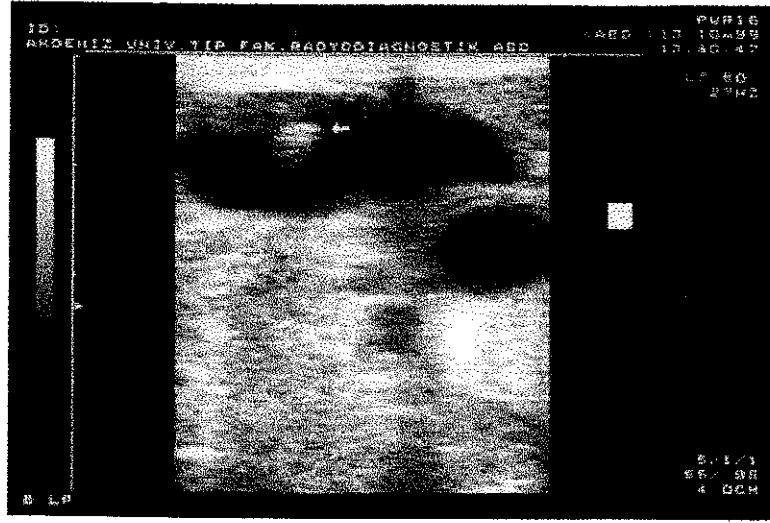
USG Rehberliğinde Eş Zamanlı Kateterizasyon
